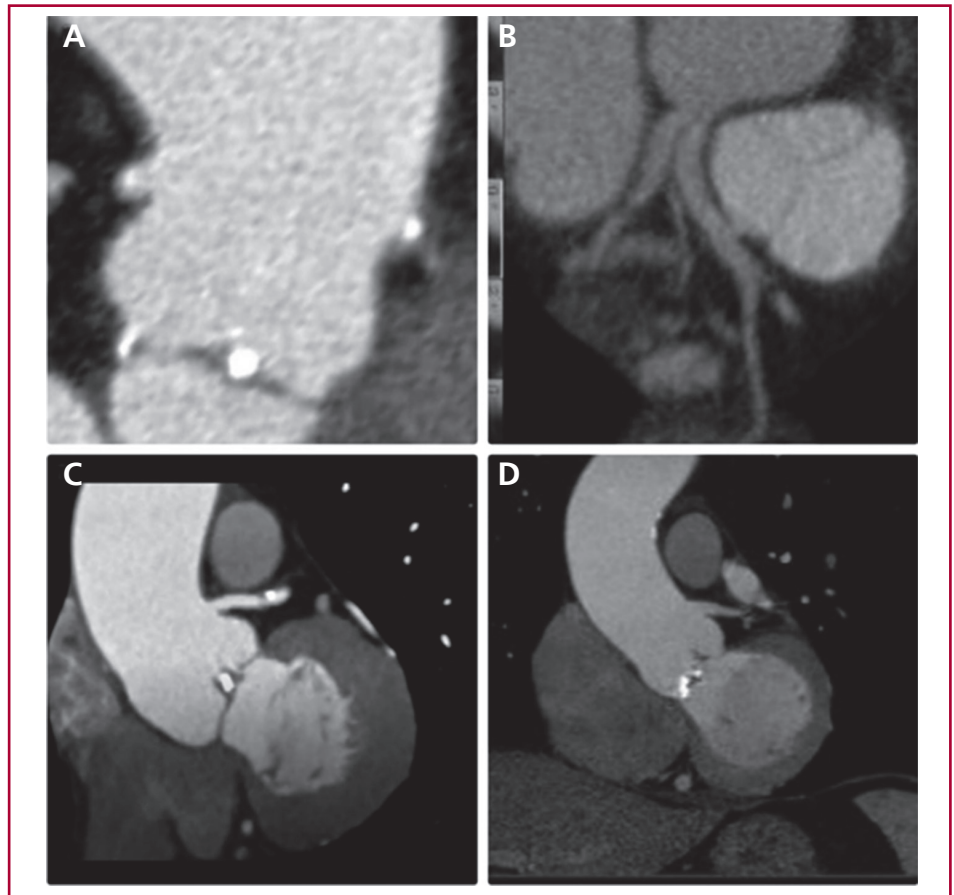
Anomalías coronarias detectadas en la TC en pacientes con VAB. De izquierda a derecha y de arriba a abajo: A: Origen alto de la arteria coronaria derecha y del tronco de la coronaria izquierda con calcificación valvular bicúspide. B: Reconstrucción tridimensional de la aorta y las arterias coronarias que muestra una arteria coronaria derecha que surge anteromedial al seno coronario izquierdo como un vaso independiente con trayecto interarterial. C: Origen alto y angulado del tronco de la coronaria izquierda. D: Reconstrucción (volume rendering) que demuestra una anomalía del origen de la arteria coronaria derecha que surge del seno de Valsalva izquierdo, con trayecto interarterial. E: Origen alto de la arteria coronaria derecha. F: Origen alto del tronco de la coronaria izquierda. Abreviaturas: TC: Tomografía computarizada cardíaca; VAB: Válvula aórtica bicúspide.
